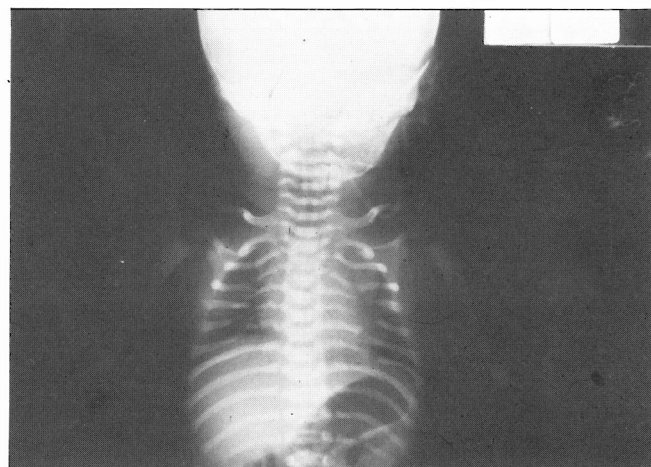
Radiografia do tórax com múltiplos defeitos costais posteriores.
